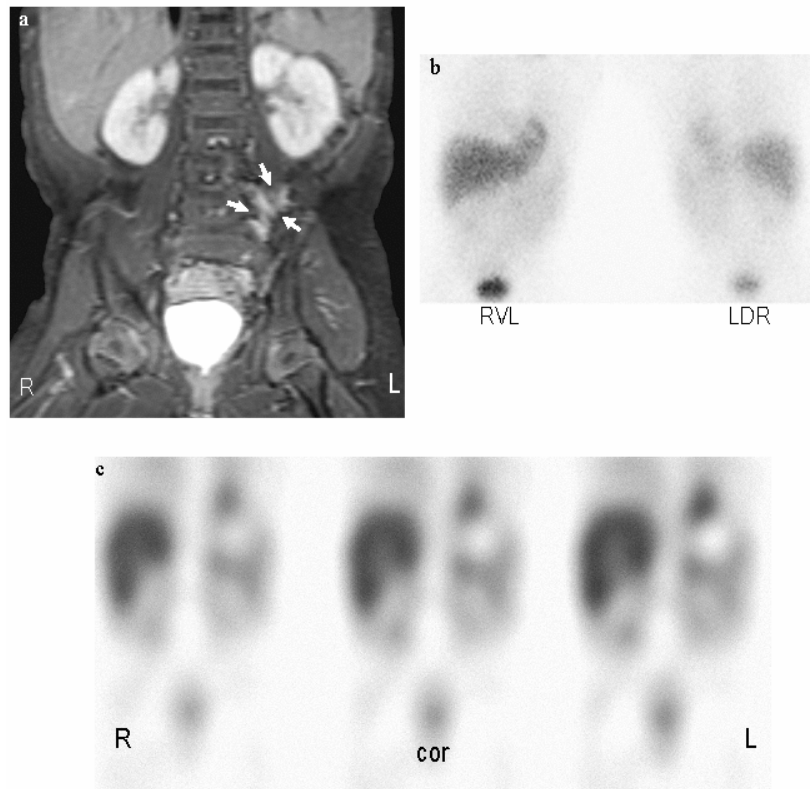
Falsch-positiver Befund der MRT. 2-jähriger Junge ein Jahr nach Resektion eines Neuroblastoms Stadium III mit reaktiven Veränderungen im Bereich des Primärtumors.
